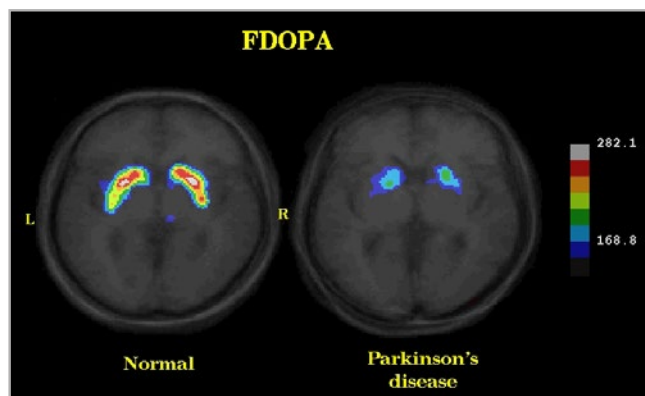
ПЭТ/КТ с 18F-DOPA. У пациента с болезнью Паркинсона (справа) отмечается гипофиксация 18F-DOPA базальными ядрами, связанная с дегенерацией дофаминергических нейронов. Для сравнения — у здорового пациента (слева) отмечается нормальное накопление 18F-DOPA базальными ядрами
